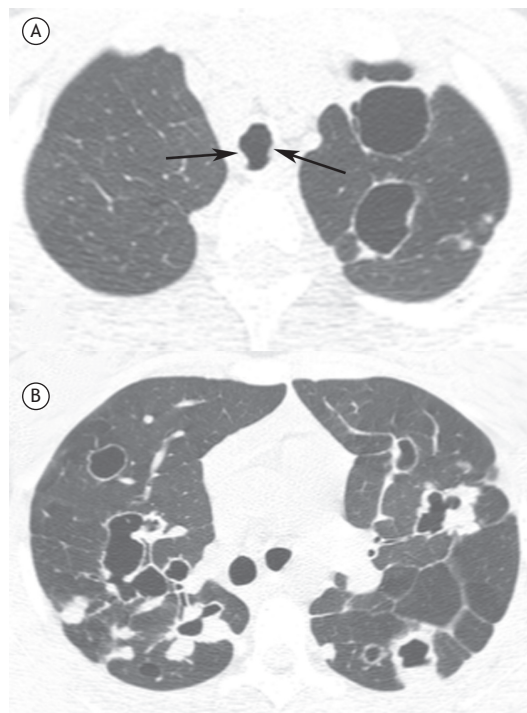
TC com cortes axiais ao nível dos lobos superiores (em A) e abaixo da bifurcação brônquica (em B), evidenciando nódulos sólidos e nódulos escavados em ambos os pulmões, alguns desses com paredes espessas e outros com paredes mais finas. Observam-se também formações nodulares nas paredes da traqueia (setas).
